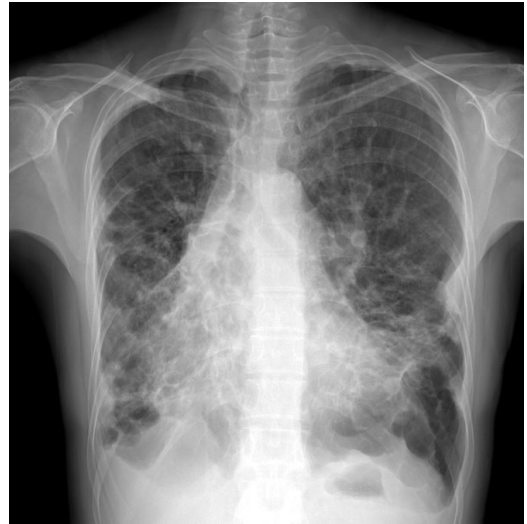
Chest X-ray in case 2. [2019.10.21]
